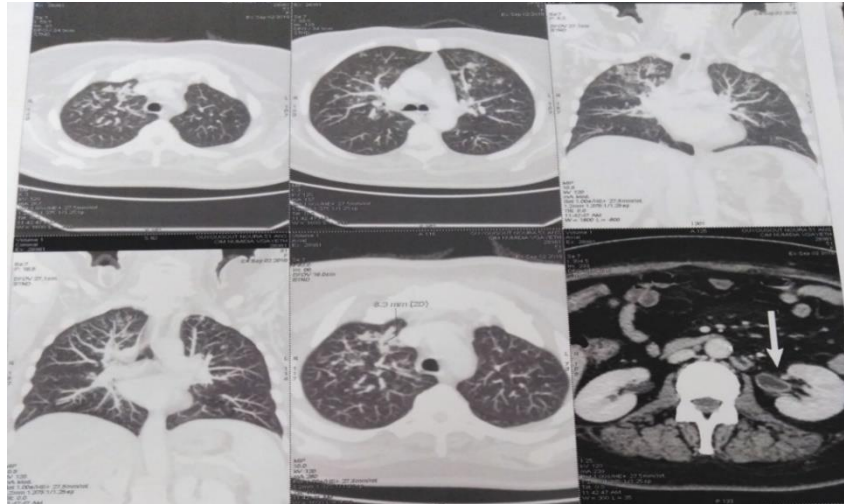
la TDM thoraco-abdomino-pelvienne du patient n°03.
